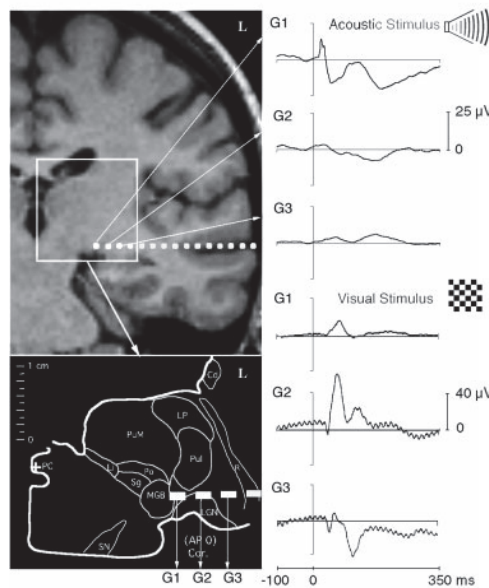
En haut, à gauche: coupe coronale d'IRM montrant le trajet d'une électrode explorant le corps genouillé médian (CGM) et latéral (CGL). En bas à gauche : un atlas thalamique permet de localiser les plots 1 à 3 allant du CGM au CGL et aux radiations optiques. A droite, réponses évoquées par des stimuli auditifs dans le CGM (plot G1) et visuels dans le CGL (plot G2) – d'après (Krolak-Salmon et al., 2003b).
